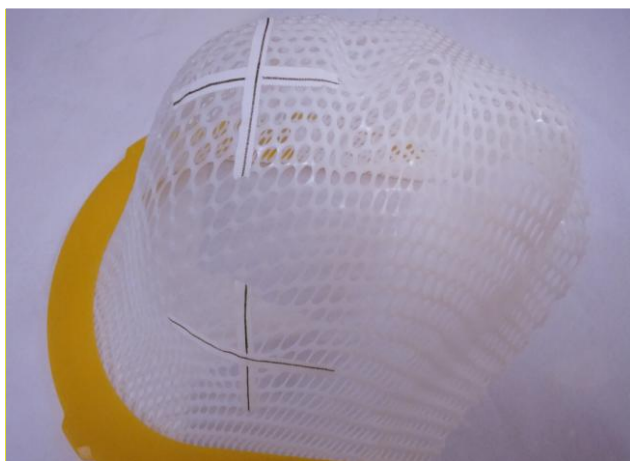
Marcações da TC.
